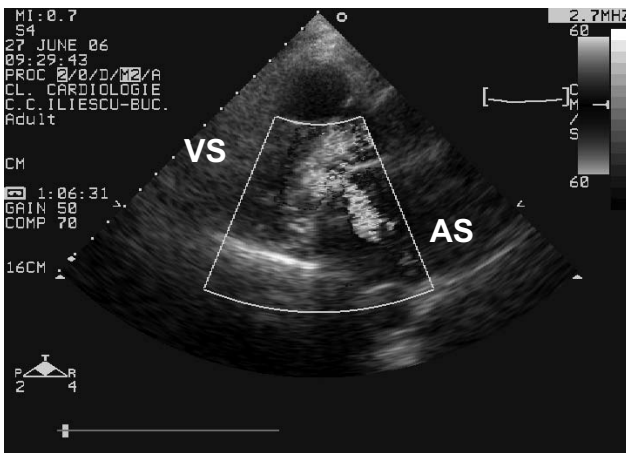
Ecocardiografie 2D Doppler color parasternal ax lung. Proteză mitrală biologică cu regurgitare paraprotetică cu jet cu direcție spre centrul AS. - la nivelul joncțiunii cu inelul aortic.
